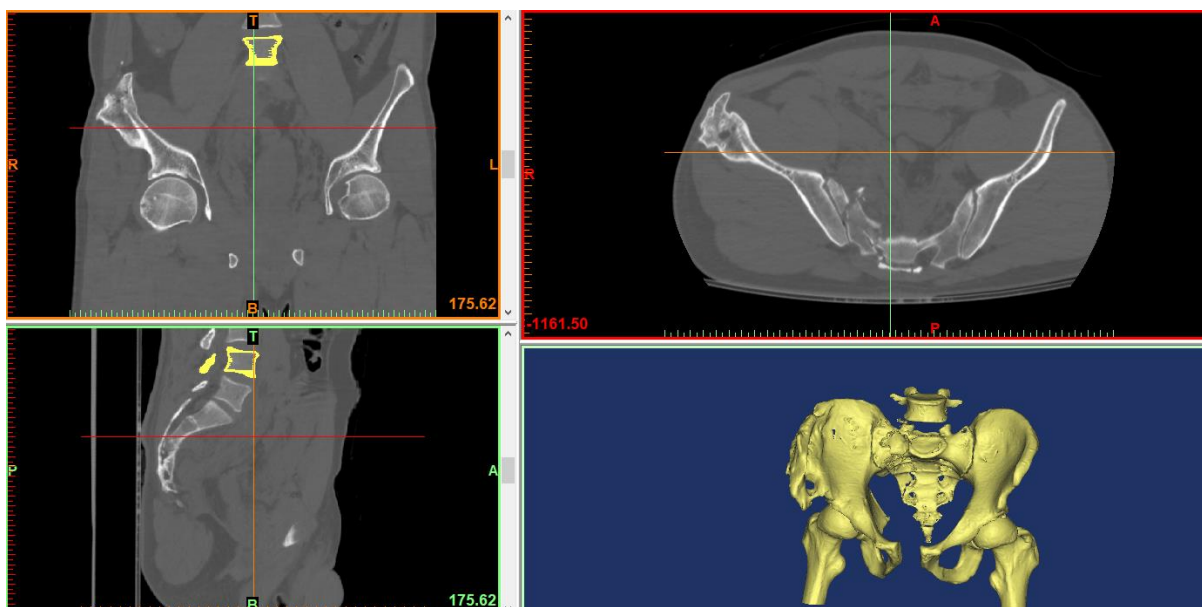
Обработка томограммы в *MIMICS*
